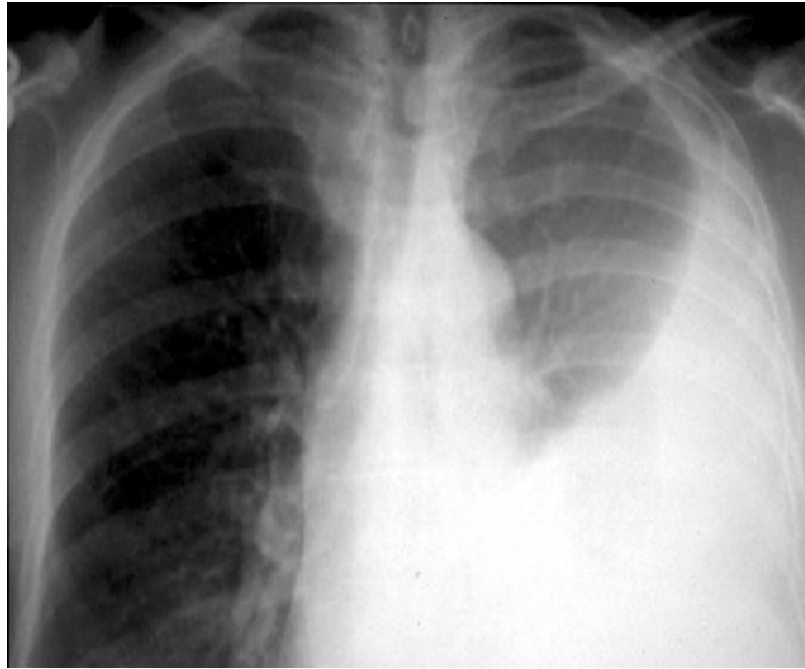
Radiographie thoracique de face montrant une opacité en nappe d'allure pleurale dans le cadre d'une pleurésie purulente au stade de diffusion [86]
